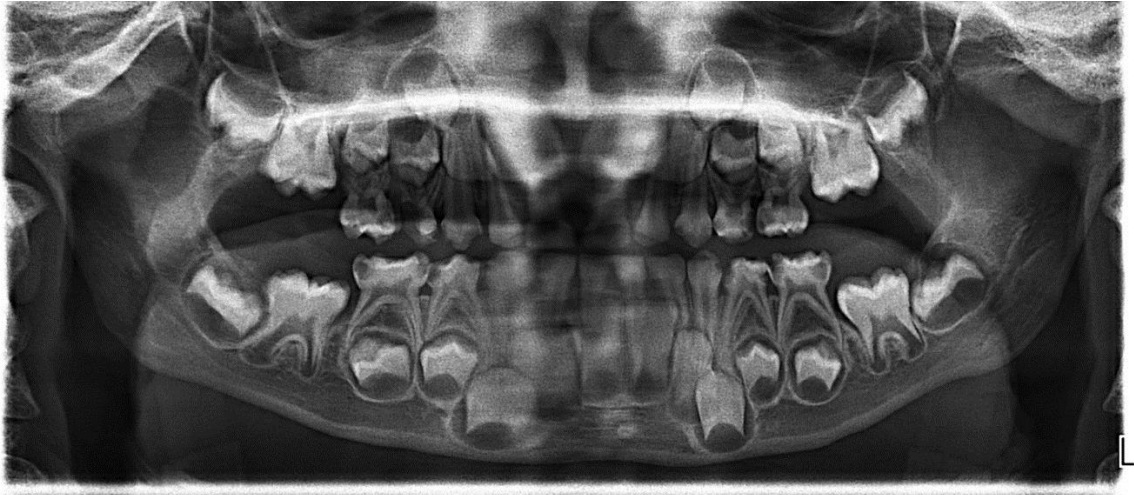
RADIOGRAPHIE PANORAMIQUE D'UNE AMELOGENESE IMPARFAITE
